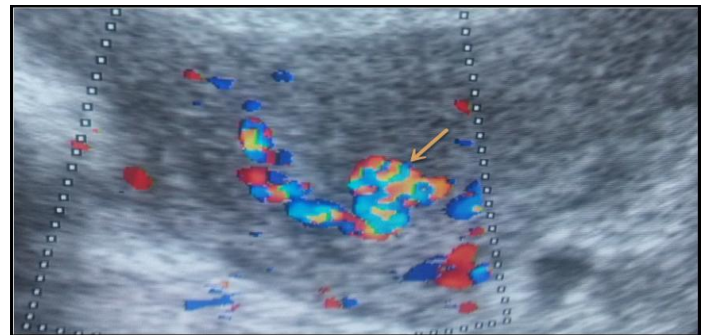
Coupe transversale échographique de l'utérus avec utilisation du Doppler couleur montrant un peloton vasculaire myométrial latéralisé à droite (flèche) en faveur d'une MAVU.
